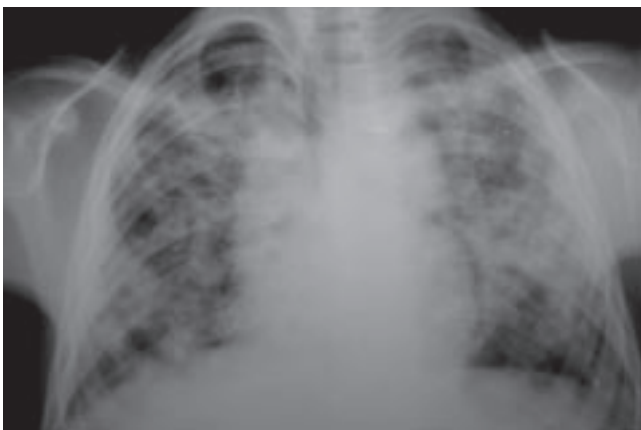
Radiografía de paciente con cuatro años de evolución. Se diagnosticó tuberculosis y *P. carinii*.
